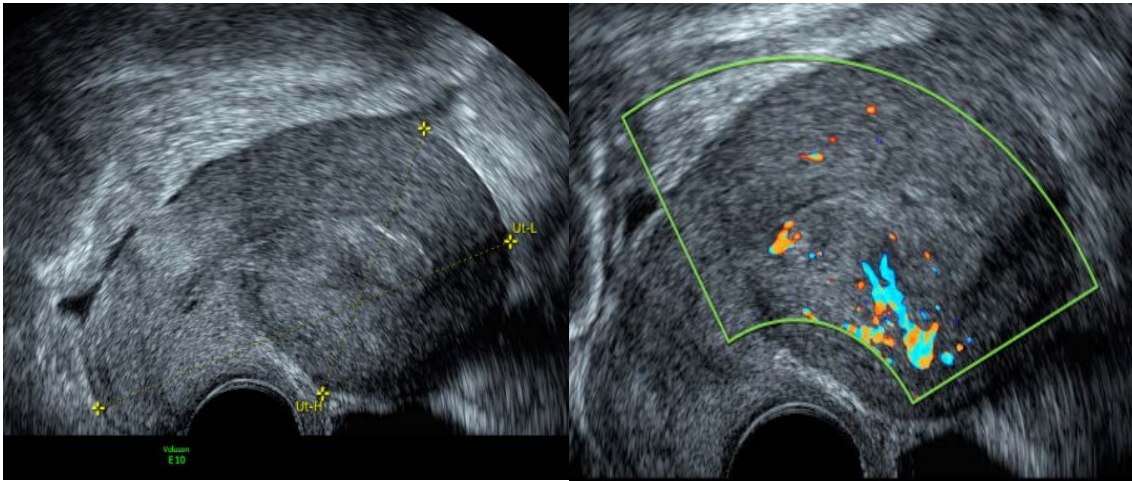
Imagen ecográfica 2D de un cáncer de endometrio que infiltra <50% del miometrio con vascularización Doppler color moderada o score 3.
